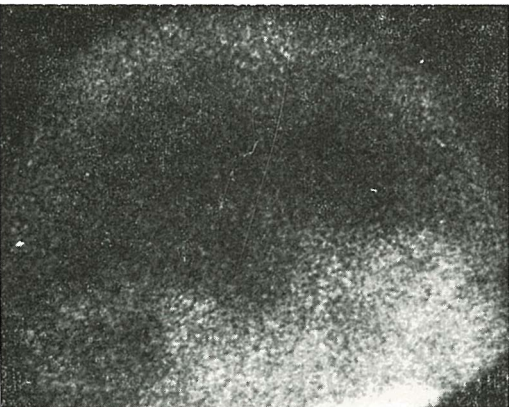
Rani lateralni scintigram aneurizme na bazi mozga
